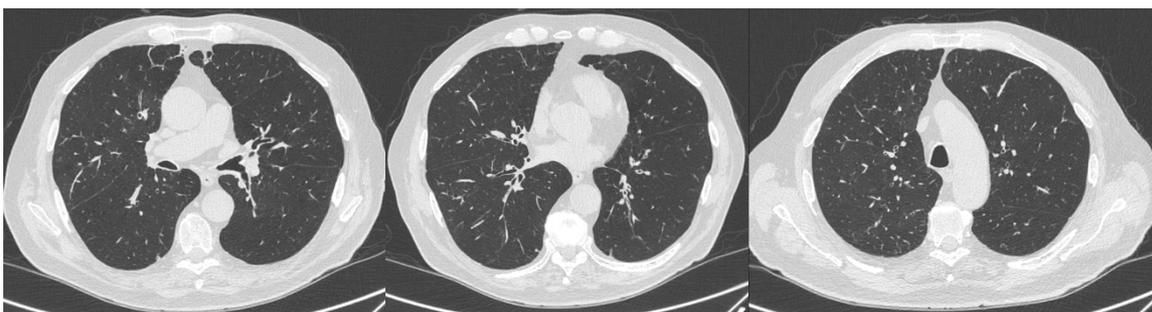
TAC Torácica dezembro de 2021: “espessamento difuso das paredes brônquicas e algumas bronquiectasias à direita, no lobo superior e inferior, bem como no lobo superior esquerdo, onde é visível área de impactação mucoide. A área de consolidação pulmonar visível no último exame é agora praticamente inexistente, observando-se um aspeto em vidro despolido e micronodulação. Observam-se ainda formações nodulares dispersas, a maior no segmento posterior do lobo superior direito com 16 mm. Presença de enfisema centrilobular e parasseptal. Mediastino centrado com permeabilidade do eixo traqueobrônquico”.
